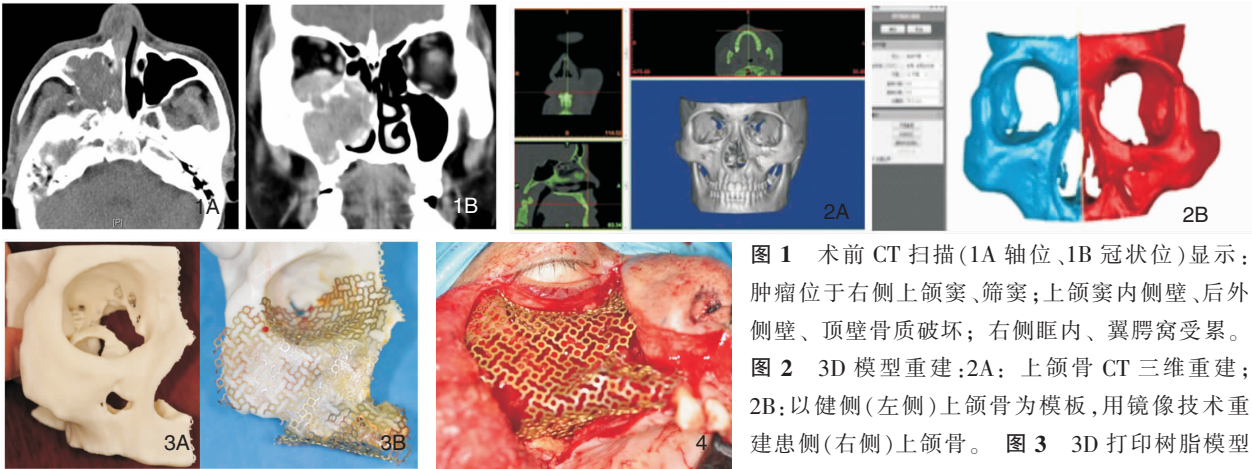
术前 CT 扫描(1A 轴位、1B 冠状位)显示:肿瘤位于右侧上颌窦、筛窦;上颌窦内侧壁、后外侧壁、顶壁骨质破坏;右侧眶内、翼腭窝受累。图 2 3D 模型重建:2A: 上颌骨 CT 三维重建;2B:以健侧(左侧)上颌骨为模板,用镜像技术重建患侧(右侧)上颌骨。图 3 3D 打印树脂模型(3A),并在模型上预成型钛网(3B)。图 4 术中钛网植入
